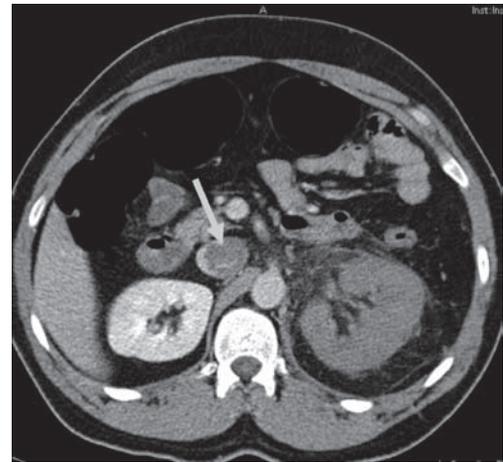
30-jähriger Patient: Klinisch: akut zunehmende Schmerzen nach Flankentrauma vor einer Woche. CT (spätkontrastiertes Axialbild): fehlendes Kontrastmittelenhancement der linken Niere, dafür Umgebungsreaktion. Diagnose: Thrombose der V. renalis sinistra bis in die V. cava inf. reichend (Pfeil).
